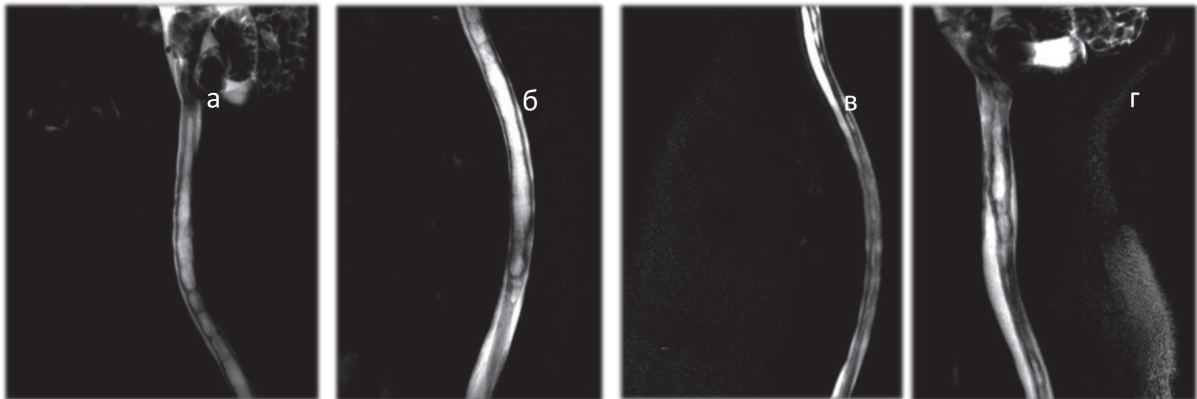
МРТ-миелография шейного отдела спинного мозга в сагиттальной плоскости до операции (а), после операции (б), грудного отдела до операции (в) и (г) после
